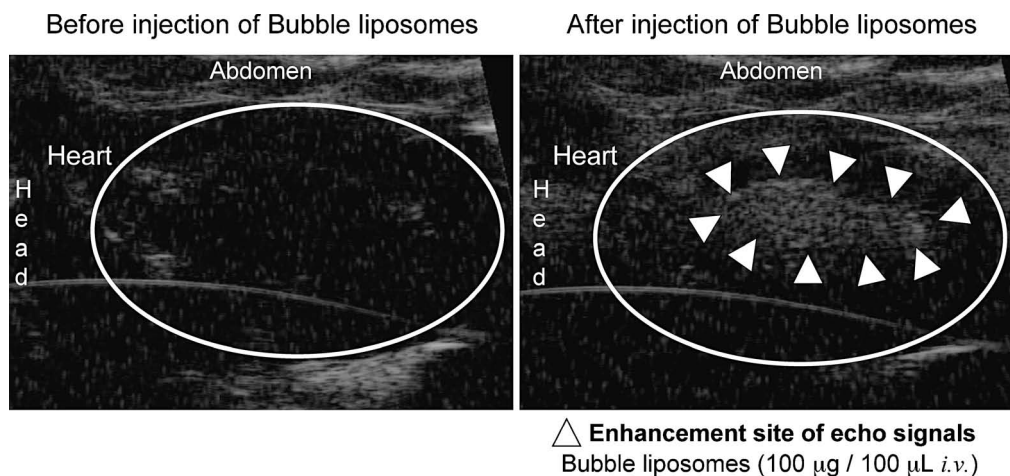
Ultrasonographic Images of Heart with Bubble Liposomes
